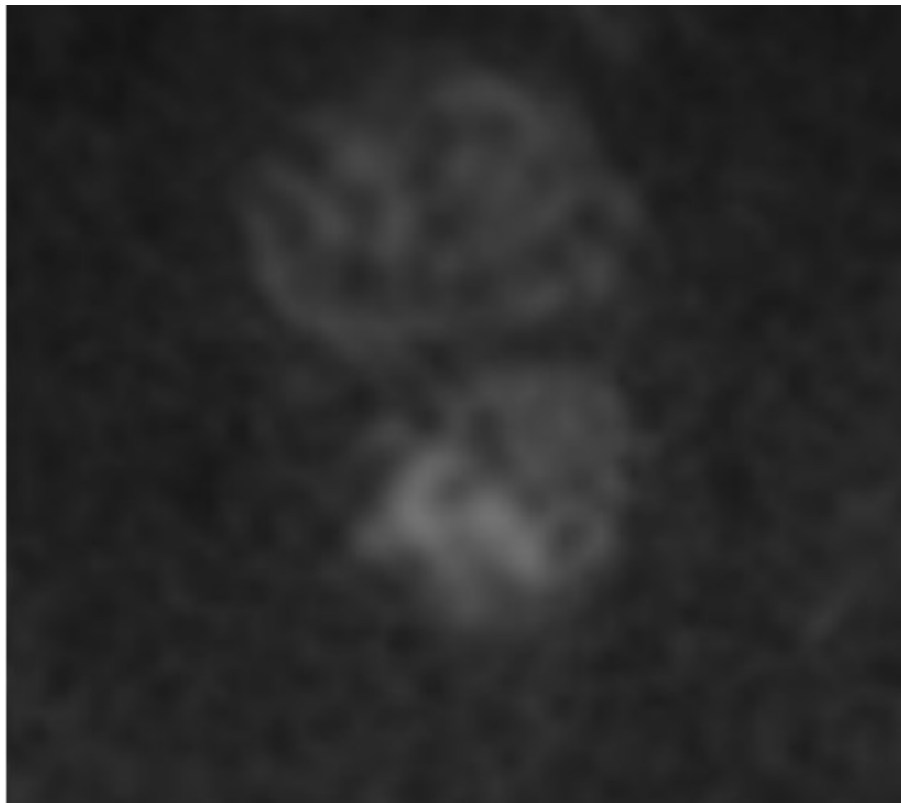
Immagine DWI assiale
